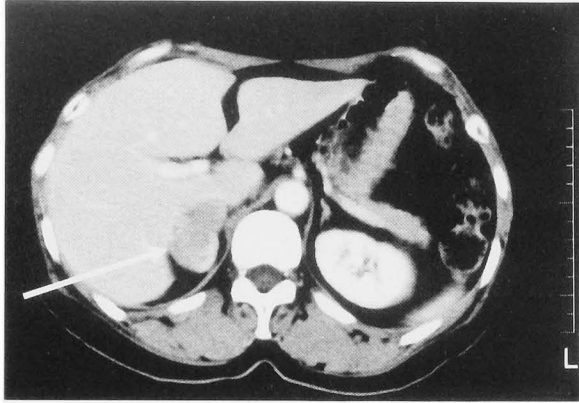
Abdominal enhanced CT revealed a mass 4.5×4 cm in diameter in the right adrenal region.
